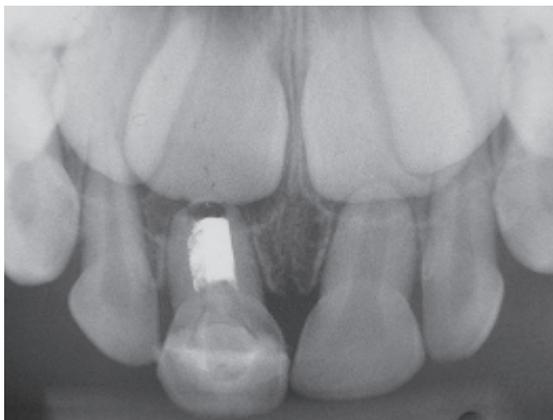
Radiografia periapical após 1 ano da realização da restauração biológica.
